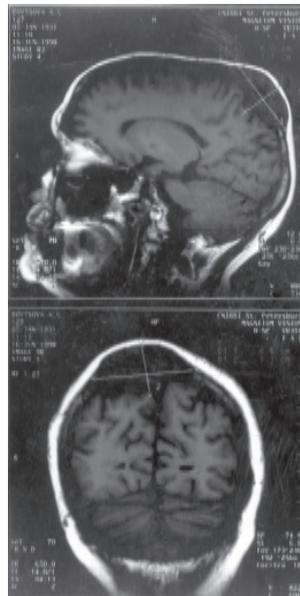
Уменьшение размеров метастаза рака молочной железы у этой же больной через 2 мес после дистанционной лучевой терапии. Контрольная МРТ.
